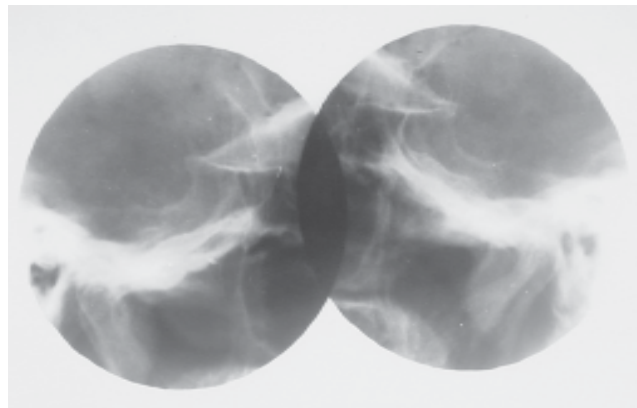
Radiografía selectiva de silla turca. Se observa aumento de tamaño de la silla turca por adenoma cromóforo hipofisario.
